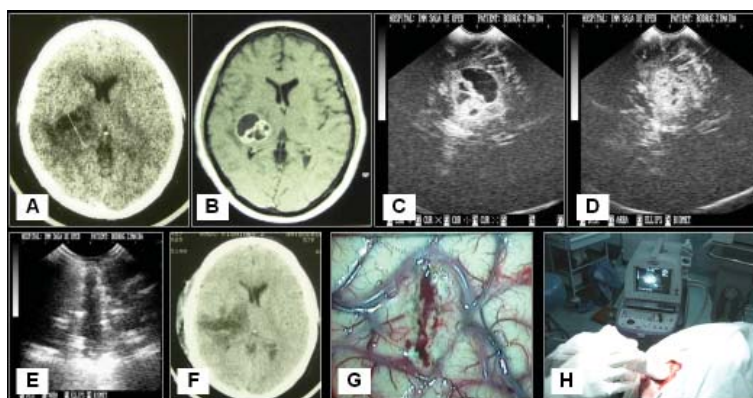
(A) CT axială nativă a unei paciente de 58 ani cu glioblastom de talamus pe dreapta. (B) RM axială cu remediu de contrast, se constată componenta mixtă (solido-chistică) a tumorii, cu captare intensă de gadoliniu. (C) USIO la începutul operației, se determină componentul anecogen chistic și hiperecogen solid al tumorii (D) USIO după puncția ghidată a chistului, persistă doar componentul solid. (E) USIO la sfârșitul intervenției – cavitate postrezețională hipo-anecogenă, țesut tumoral nu se determină. (F) CT nativă la 5 zile după operație confirmă lipsa tumorii. (G) Dimesiunile corticotomiei minimal invazive (1 cm) devenită posibilă după implimentarea USIO. (H) Ultrasonograf „Medelkom SLE- 701” și transductorul neurosonografic aplicat pe suprafața cortexului cerebral.
